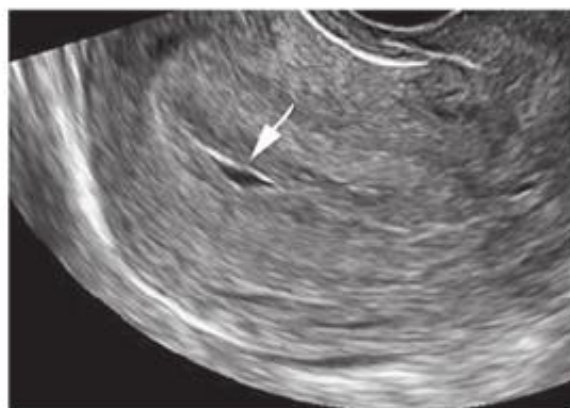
Échographie du pseudosac.
